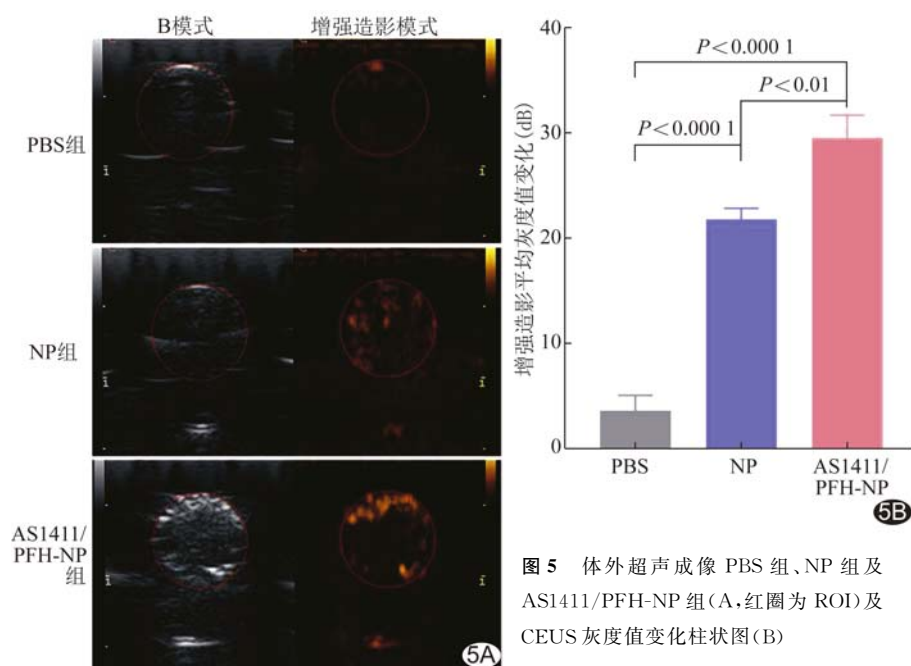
体外超声成像 PBS 组、NP 组及 AS1411/PFH-NP 组(A,红圈为 ROI 及 CEUS 灰度值变化柱状图(B)
